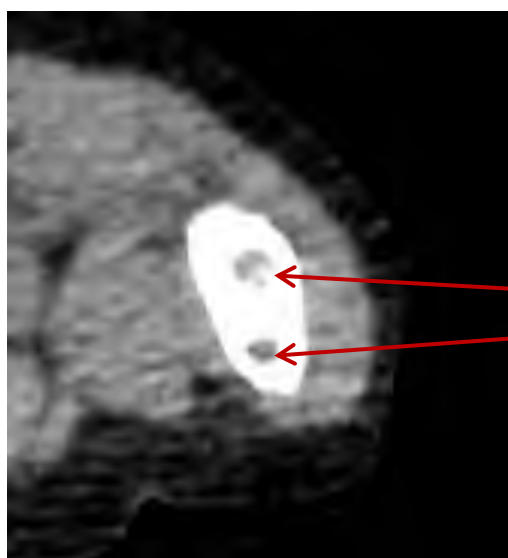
А. 3D визуализация правой бедренной кости пациента с НО III типа. Красными стрелками отмечены уровни необходимых остеотомий. В. Трехмерная реконструкция нижней конечности. Повреждение кортикального слоя в связи с несоответствием размера интрамедуллярного штифта с диаметром костномозгового канала при КТ исследовании у пациента с несовершенным остеогенезом III типа.
